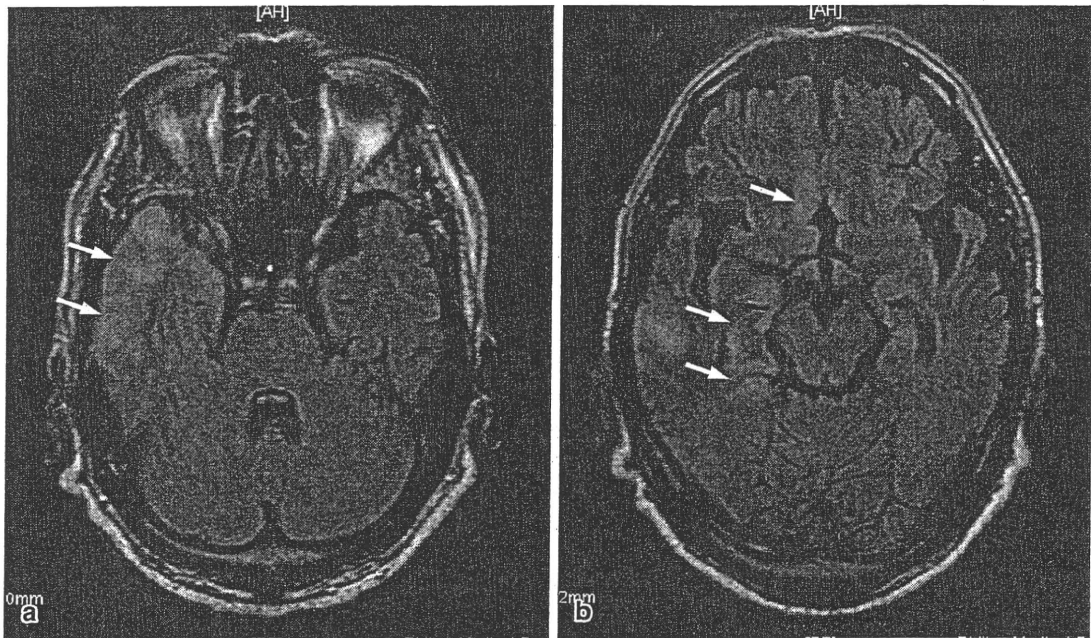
ヘルペス脳炎 (MRI FLAIR 水平断)
